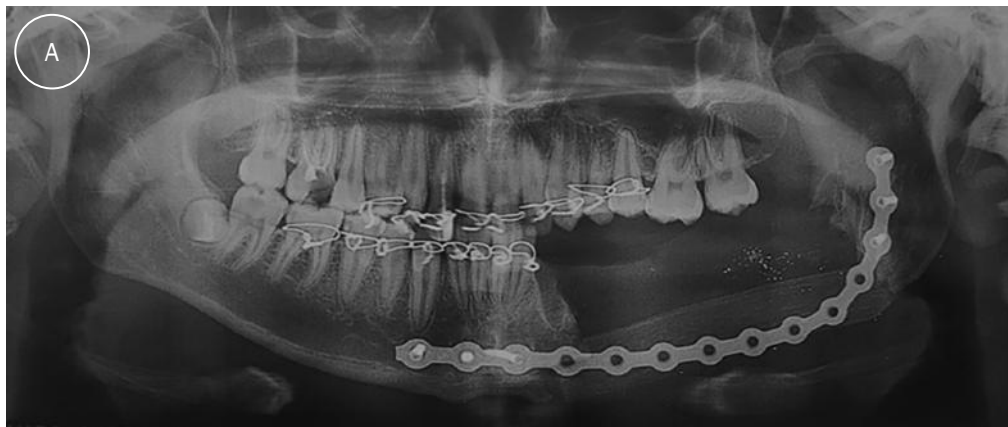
А – Контрольна рентгенограма; Б, В – загальний вигляд пацієнта через два місяці після операції
